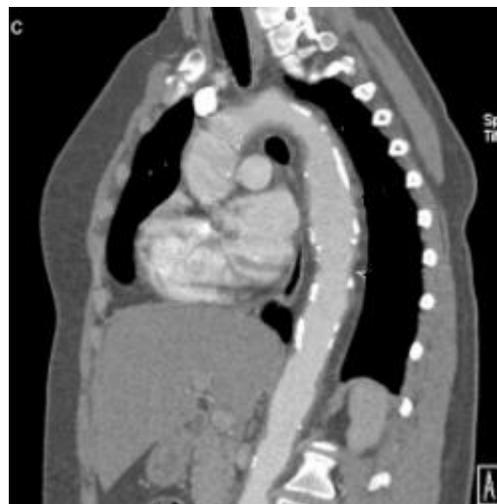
La tomografía computarizada con contraste del tórax y el abdomen reveló disección de la aorta torácica descendente a nivel de D2 a D6 con falsa luz. Fuente: Departamento de Imagenología, Hospital José María Velasco Ibarra
